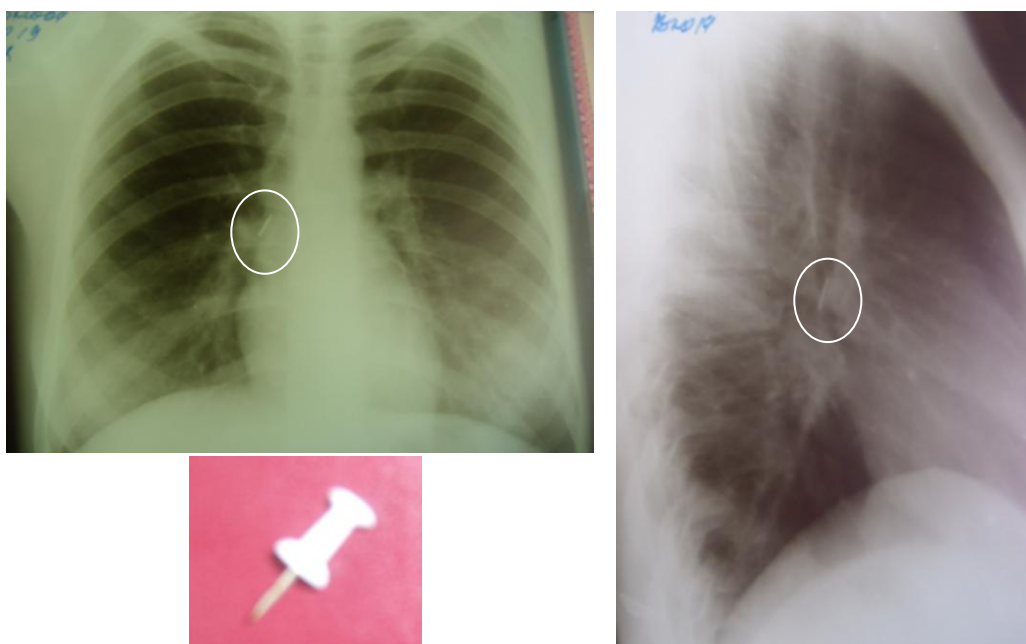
рентгенография грудной клетки прямая и боковая проекции. Определяется тень канцелярской кнопки. Удаленная из бронха кнопка.
